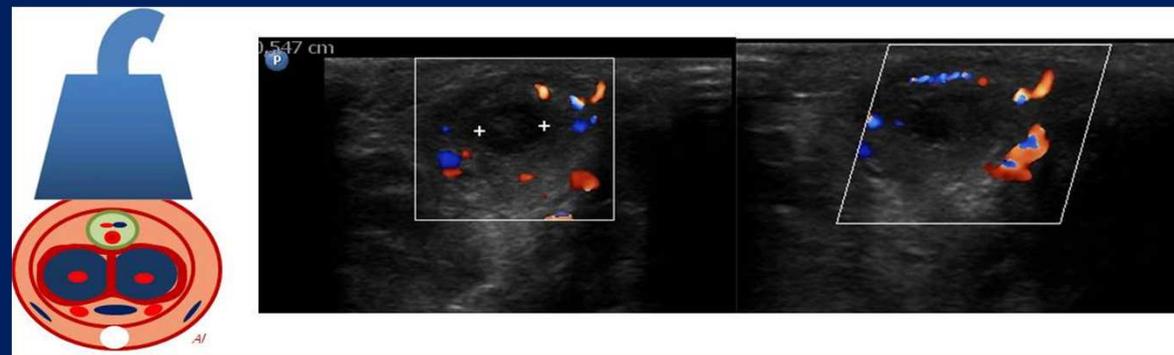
Corte axial con Doppler color donde se presentan los signos ecográficos diagnósticos de trombosis venosa: la falta de compresión, incremento de calibre y imagen endoluminal hipoecoica
